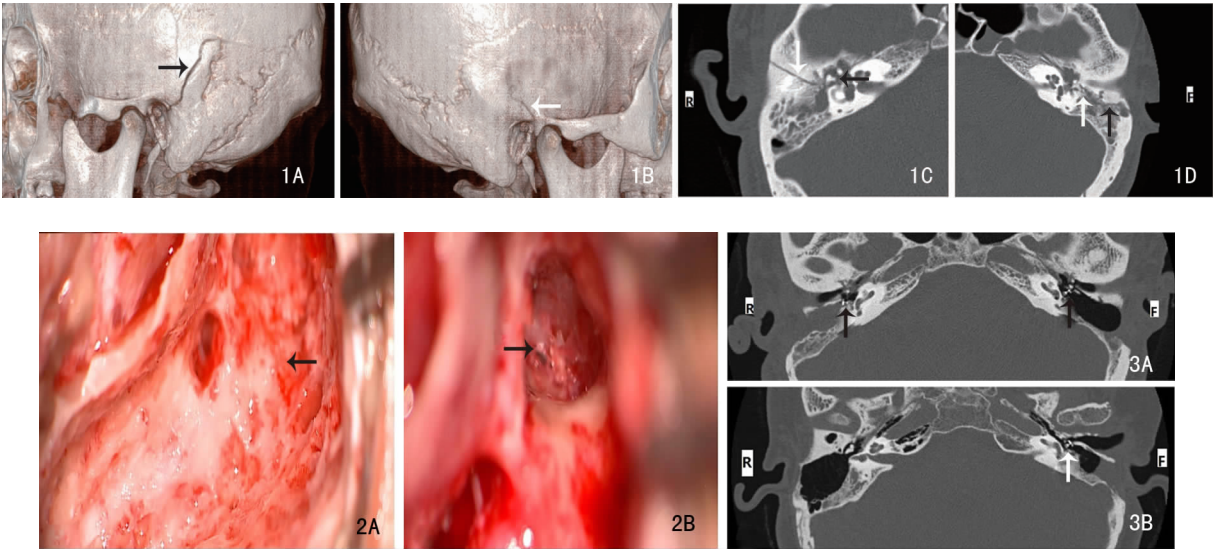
例 2 颞骨 CT 1A:左侧颞骨骨折线(箭头)自外耳道后壁向后上方延伸;1B:右侧颞骨骨折线(箭头)自外耳道上壁向后上方延伸;1C:轴位 CT 见左侧颞骨纵行骨折线(白箭头)及砧骨短脚骨折(黑箭头);1D:轴位 CT 见右侧颞骨纵行骨折线(黑箭头)及锤砧关节脱位(白箭头) 图 2 例 2 术中可见鼓室段及膝状神经节骨折 2A:左侧鼓室段骨折线(箭头);2B:左侧膝状神经节骨折片(箭头) 图 3 例 2 及例 4 术后颞骨 CT 3A:例 2 双侧面神经减压 + 双侧人工听骨植入(箭头);3B:例 4 双侧面神经减压 + 左侧人工听骨植入(箭头)
